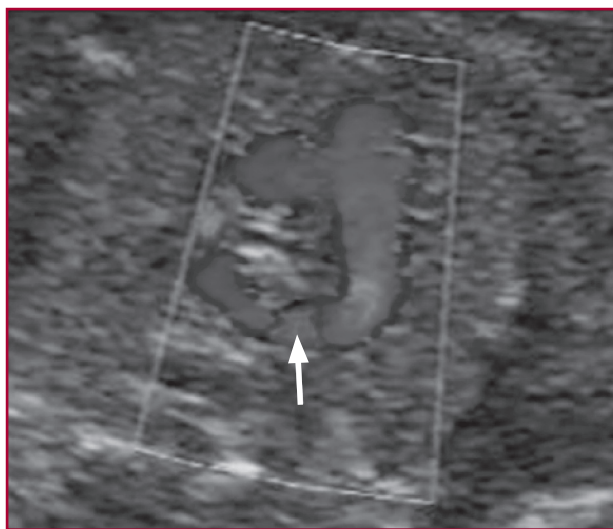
Al utilizar el Doppler color se apreció un flujo de sangre anterógrado en el *ductus* y un llenado retrógrado desde éste hacia la aorta descendente (clásico signo en U).
